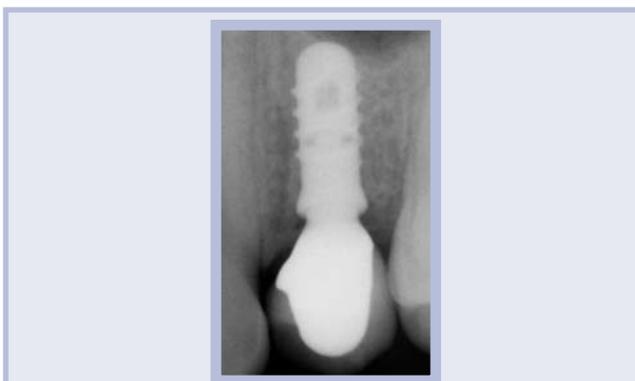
Follow-up a 1 anno, controllo radiografico
